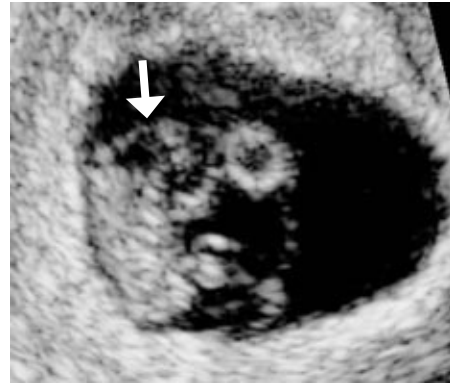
Ultrasonografický nálezní obraz jednojaječných dvojčat. Je zřetelně patrná jedna choriová dutina a uvnitř dva žlutkové váčky.
